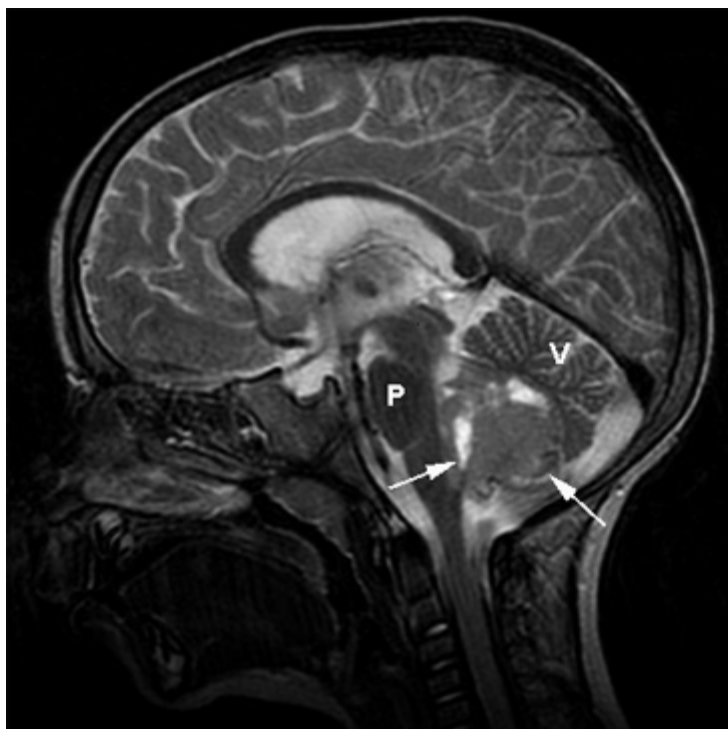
Mb : aspect typique : volumineuse lésion tumorale se développant essentiellement vers le quatrième ventricule (coupe sagittale médiane d'IRM en séquence pondérée T2). A noter l'engagement radiologique de la lésion au niveau du foramen magnum.
